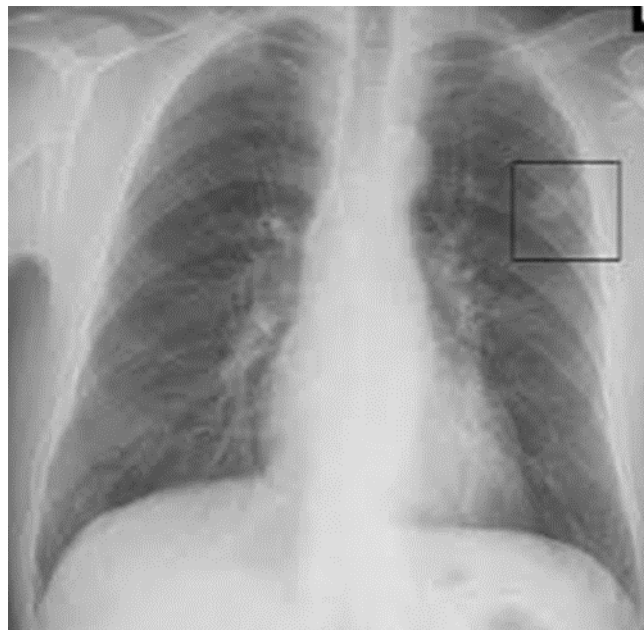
Radiographie pulmonaire d’un nodule suspect.
